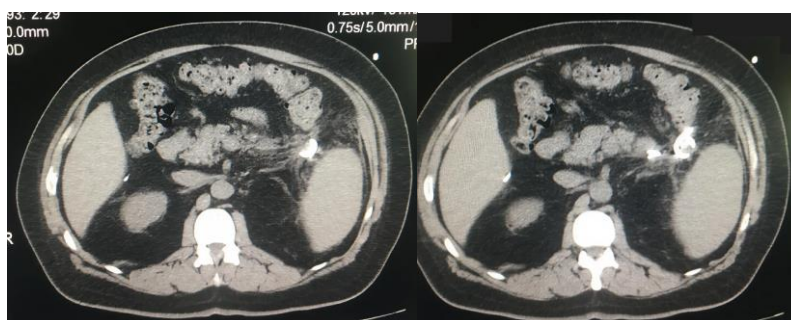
Corte Axial de TAC de Abdomen donde se evidencia la presencia drenaje con resolución de la colección.
